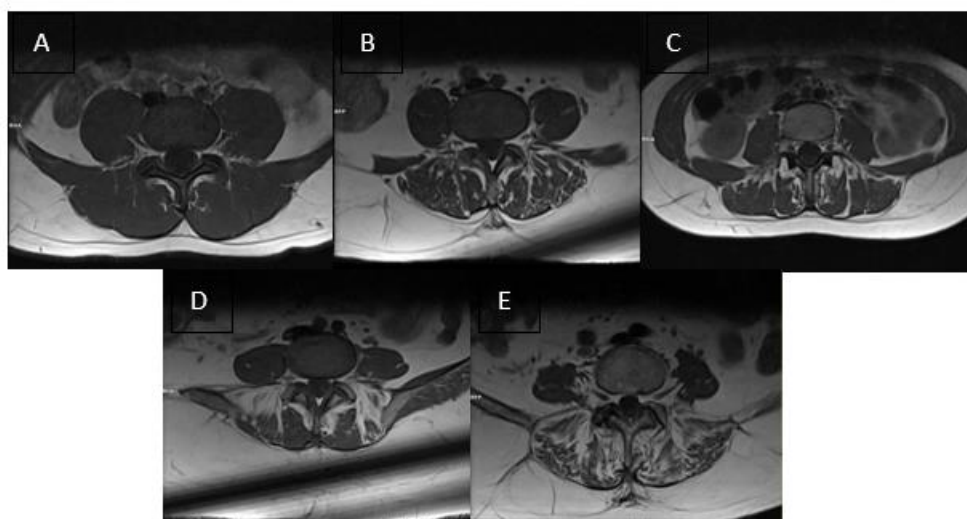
Imágenes de resonancia magnética potenciadas en T2 en adquisiciones axiales a nivel de disco intervertebral L4-L5, las cuales corresponden a los grados 0 sin infiltración grasa (A), grado 1 presencia de estrías grasas (B), grado 2 presencia de grasa evidente pero menor al tejido muscular (C), grado 3 igual cantidad de grasa y tejido muscular (D) y grado 4 mayor cantidad de grasa que tejido muscular (E), de la escala de Goutallier
